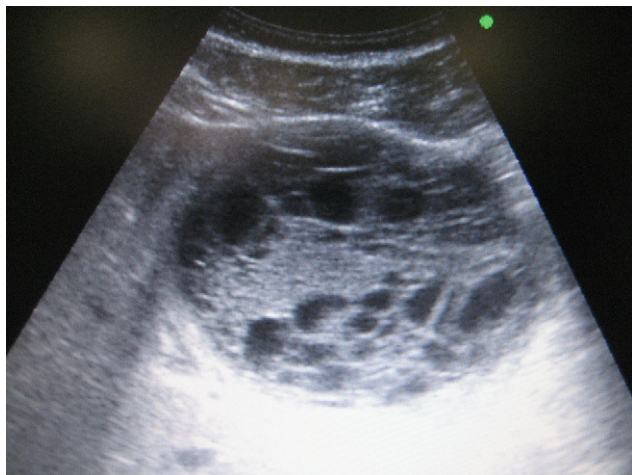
Ecografía abdominal que muestra lesión quística compleja y multitabuada con niveles hidroaéreos internos.
